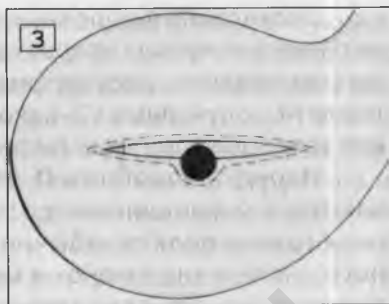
Одиночный фиброзный полип, 3 мм в Д, у 77-летней женщины (1 – обзорная эхограмма, 2 – ТВ-УЗИ). Других эхопозитивных включений в полости М нет.
